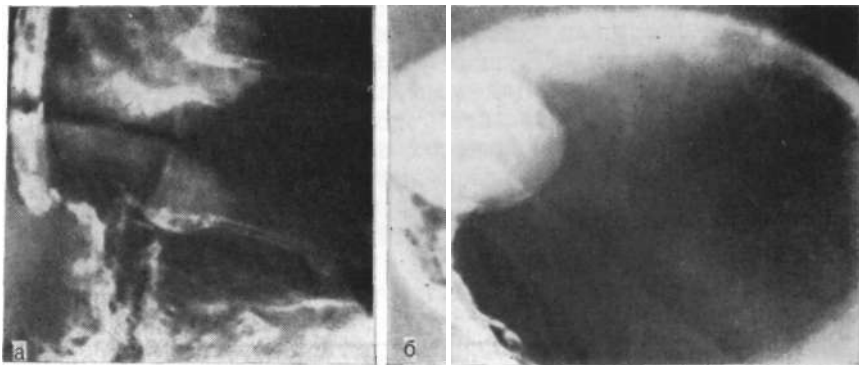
Рентгенограммы. Незлокачественная опухоль пищевода, кардии в свода с нарушением проходимости и дисфагическим синдромом. а — деформация тела Гиеа и симптом обтекания; б — дополнительная тень при доойном контрастировании. При операции удалена фиброма кардии.
